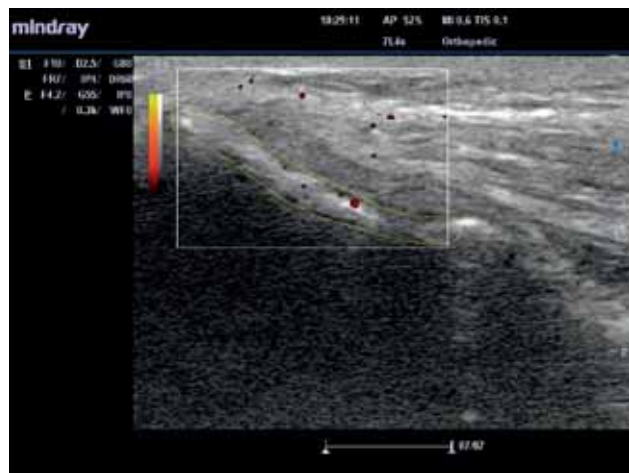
Power Doppler obraz s vymezením ROI.
